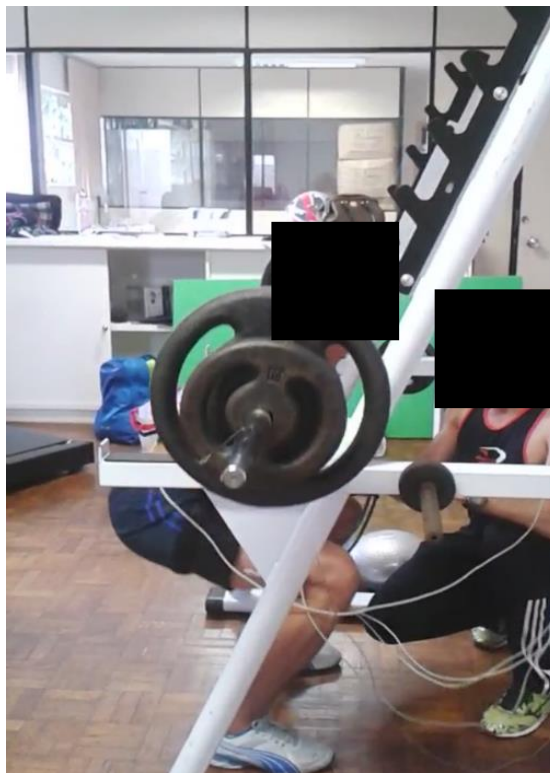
Teste de 1RM no exercício MAL e teste de 1RM.
